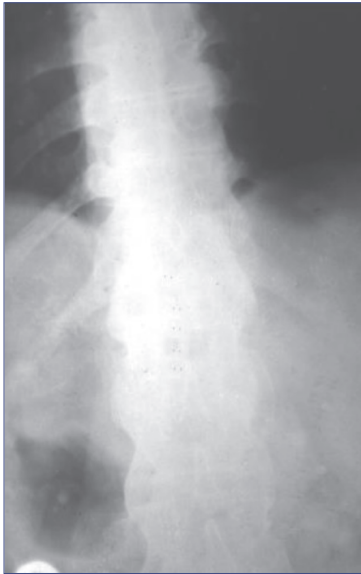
X-ray of the lumbar spine in AS: a symptom of «bamboo spine»
